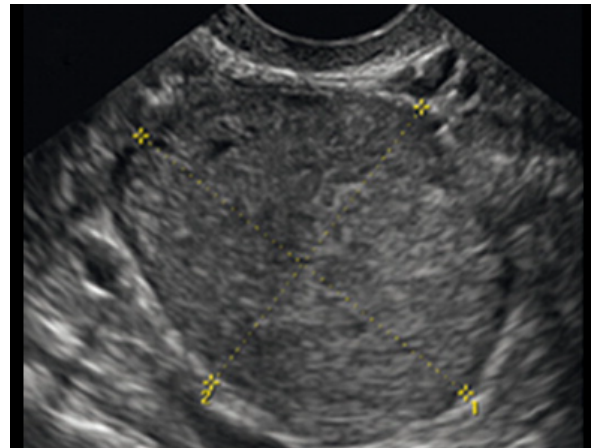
Ecografía abdominal con hallazgo de gran masa sólida.
